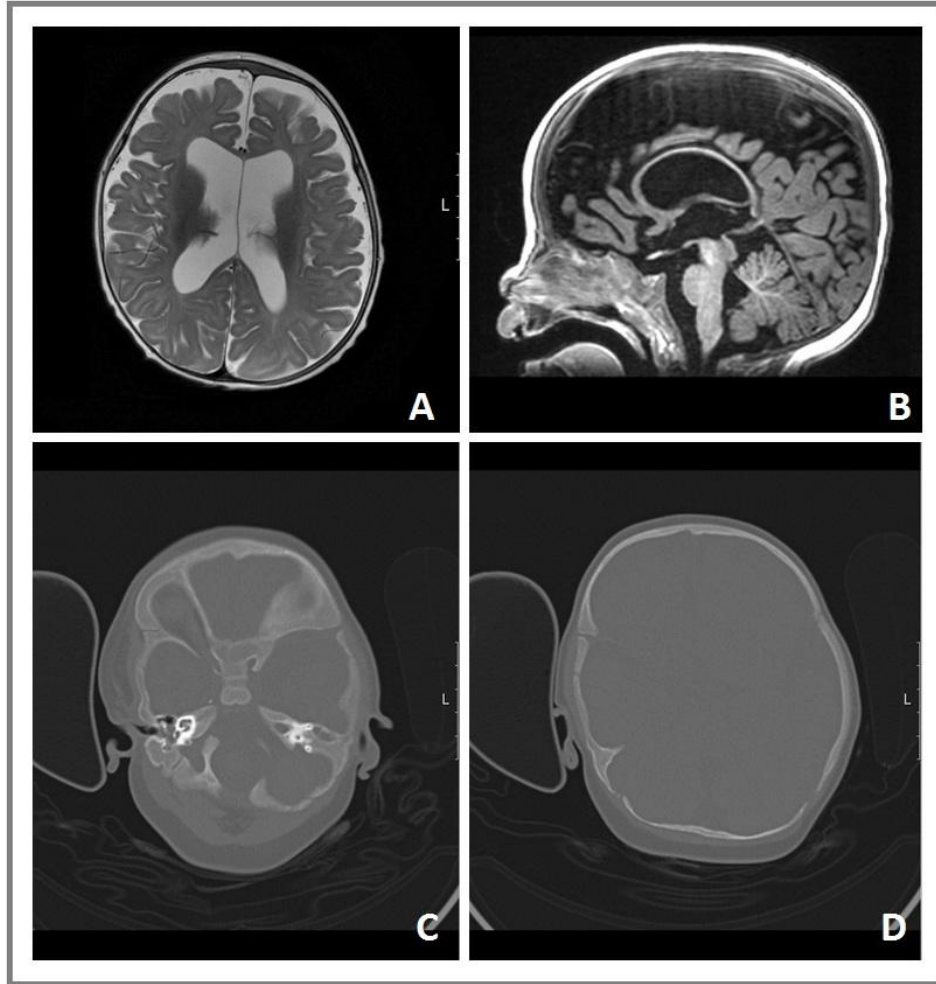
Imagens de TC-CE e RMN-CE. A – RMN-CE, T2 axial; é visível um alargamento do espaço subaracnóideu, com predomínio frontal, bem como ventriculomegália moderada; a mielinização é normal para a idade e não há alterações da emissão de sinal do parênquima. B – RMN-CE, T1 SPGR sagital; mostra um corpo caloso sem evidentes malformações e uma mega cisterna magna. C – TC-CE; há opacificação bilateral dos ouvidos médios, de predomínio esquerdo. D – TC-CE; observa-se aplanamento parietooccipital direito (plagiocefalia).
